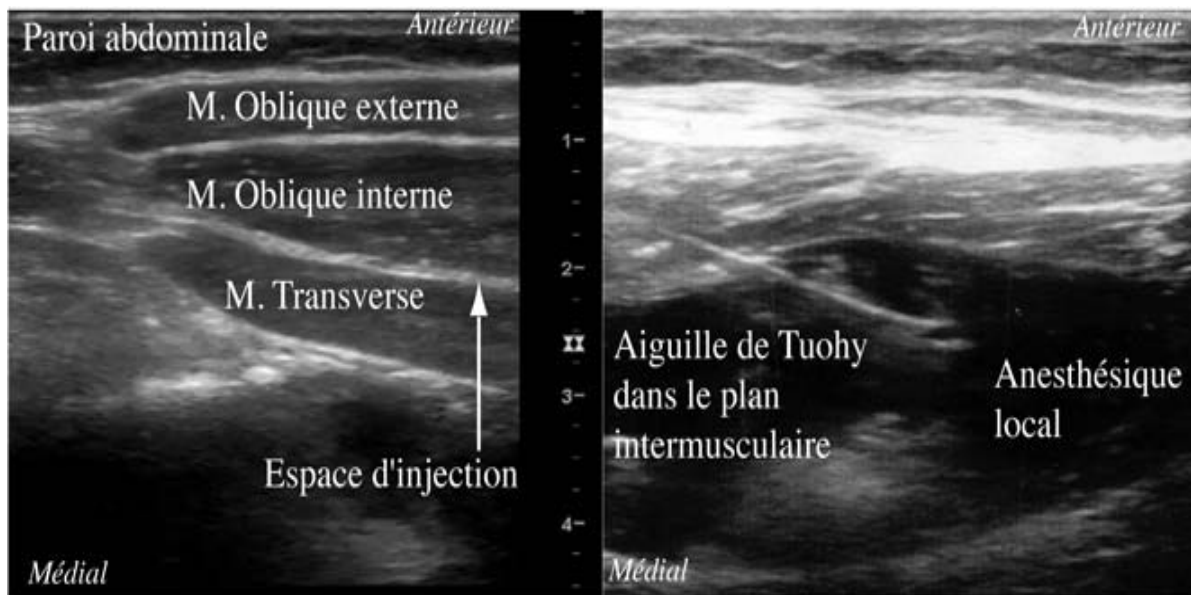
[2] : Coupe échographique de la paroi abdominale avec visualisation des muscles oblique externe oblique interne et muscle transverse, et repérage des nerfs ilio-inguinal et ilio hypogastrique.
